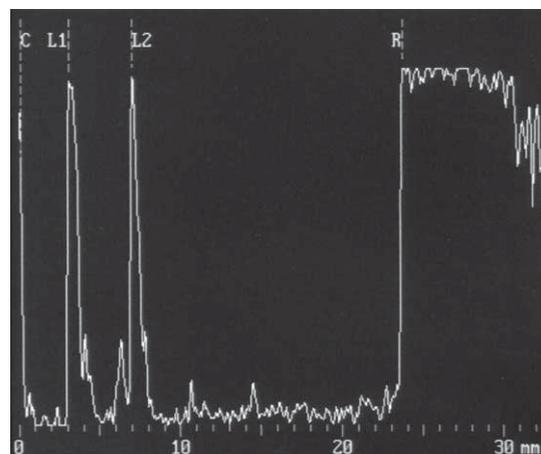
Échographie A (biométrie oculaire).
